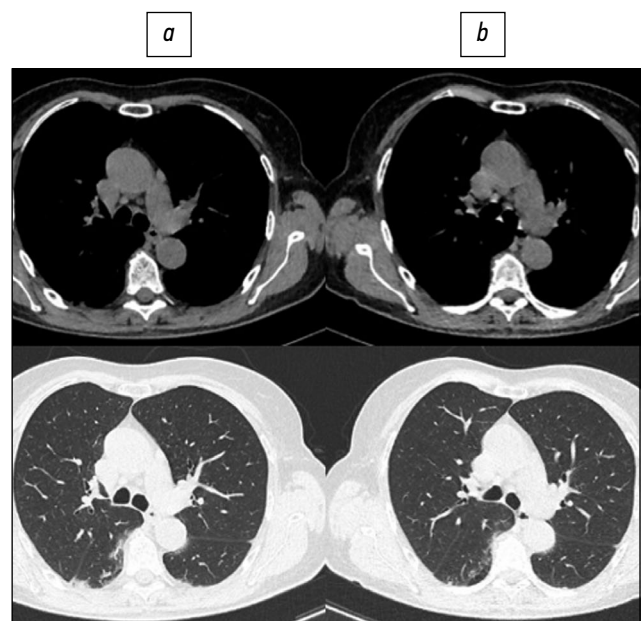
Пациент, 72 года: стандартная компьютерная томография при поступлении выполнена с лучевой нагрузкой 2,1 мЗв (а), низкодозная компьютерная томография — 0,87 мЗв (b).
